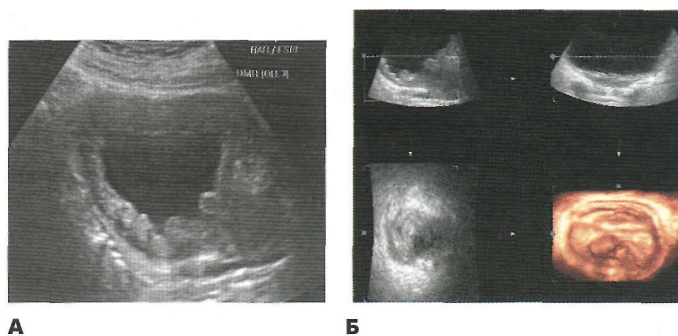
Пролiferативный цистит с гематурией: А. Режим серой шкалы при обычном УЗИ. Утолщение стенки мочевого пузыря не позволяет исключить инфильтративную опухоль; Б. Режим многоплановой реконструкции с возможностью виртуальной эхоцистоскопии симулирует изображение опухоли мочевого пузыря.
